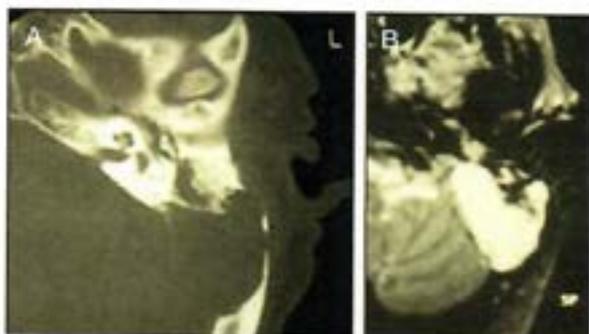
Colesteatoma Retrolaberíntico A, TAC Se aprecia gran erosión ósea por detrás del bloque laberíntico que afecta al Seno Sigmoide y a la dura de fosa posterior. B, RMN en secuencia T2 potenciada. Se aprecia gran masa de CIP que afecta al área retrolaberíntica y que se extiende ampliamente a la región infraaberríntica.
